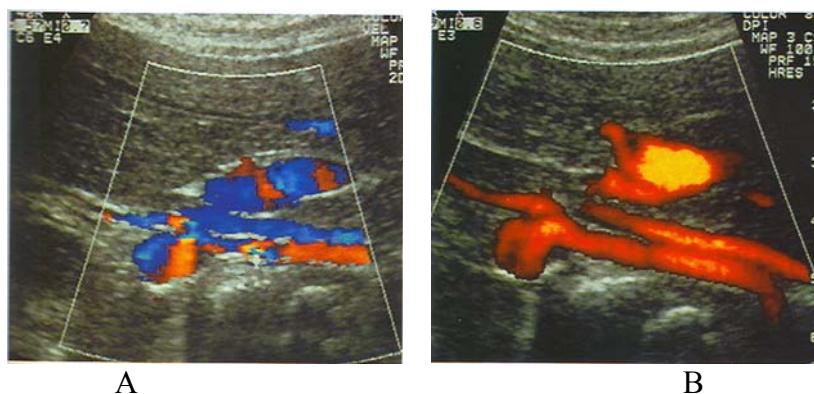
Power Doppler* e fluxo colorido: A) modo *color* Doppler: imagem obtida pela detecção de desvios de frequência em alvos móveis, apresentando maior ruído e menor sensibilidade; B) modo *power* Doppler: usa o mapa colorido para mostrar a distribuição da potência ou amplitude do sinal Doppler, apresentando menor ruído e maior sensibilidade para a detecção de fluxo, porém sem indicar sua direção. Fonte: Rumack (1999).
